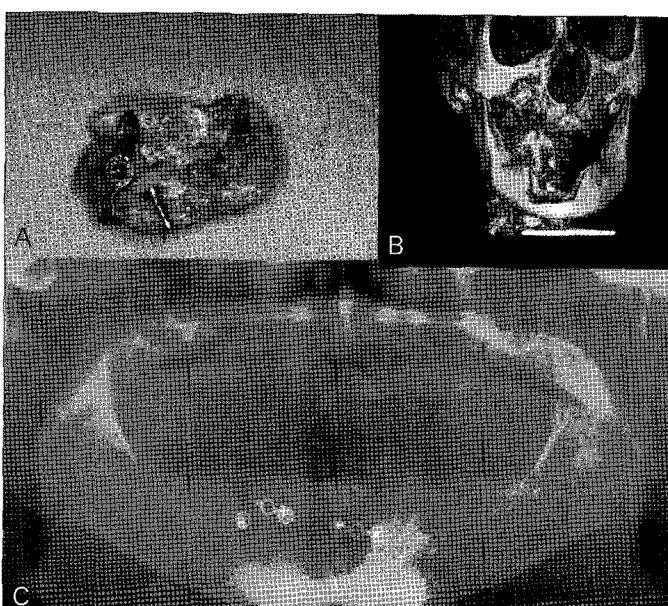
Preoperative findings. A. Infected alloplastic block bone. B and C: Preoperative Orthopantomogram and 3D CT scanning.
